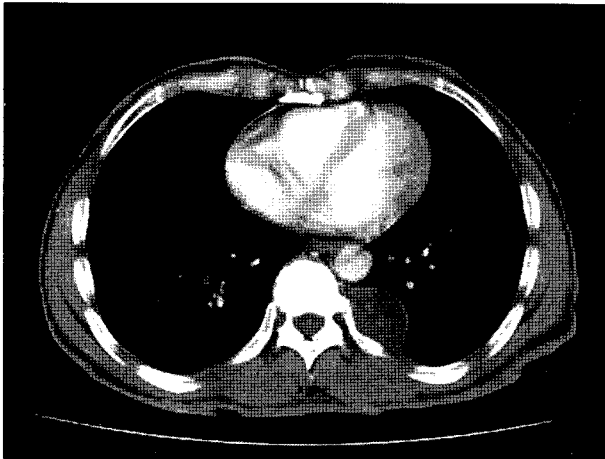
Preoperative Chest CT. It shows a round homogenous density mass at posterior mediastinum.
